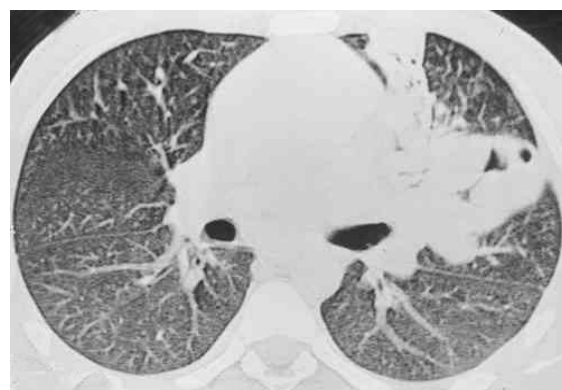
Tomografia computadorizada de alta resolução. Volumosa consolidação pulmonar escavada, com broncograma aéreo, no lobo superior esquerdo
